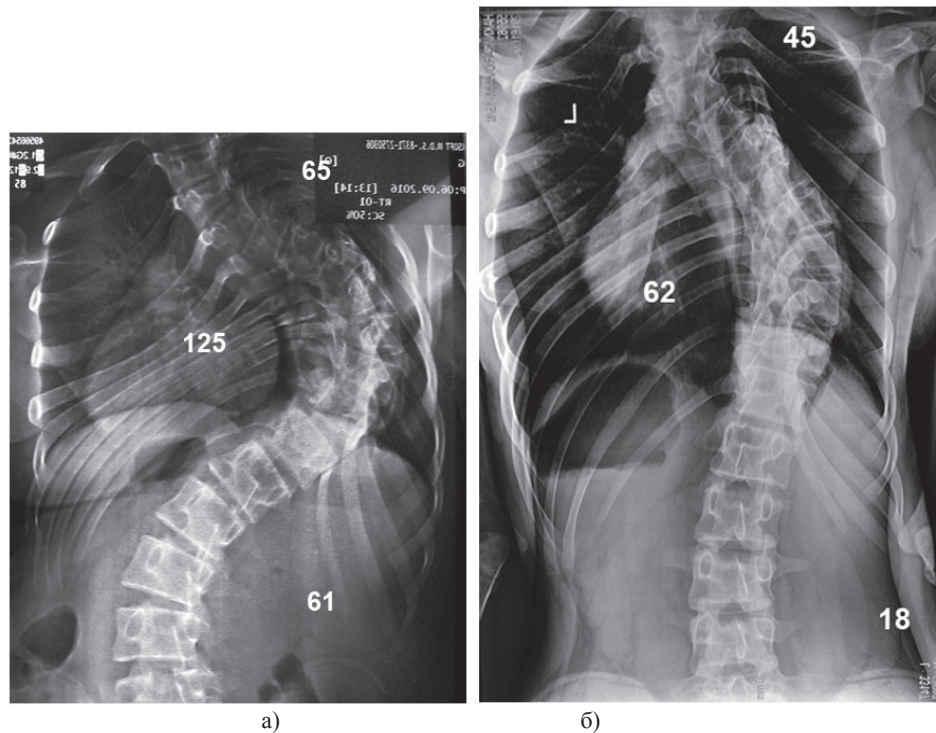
Фоторентгеноспондилограммы больной ХМ в прямой проекции: а) в положении стоя; и б) на вытяжении
